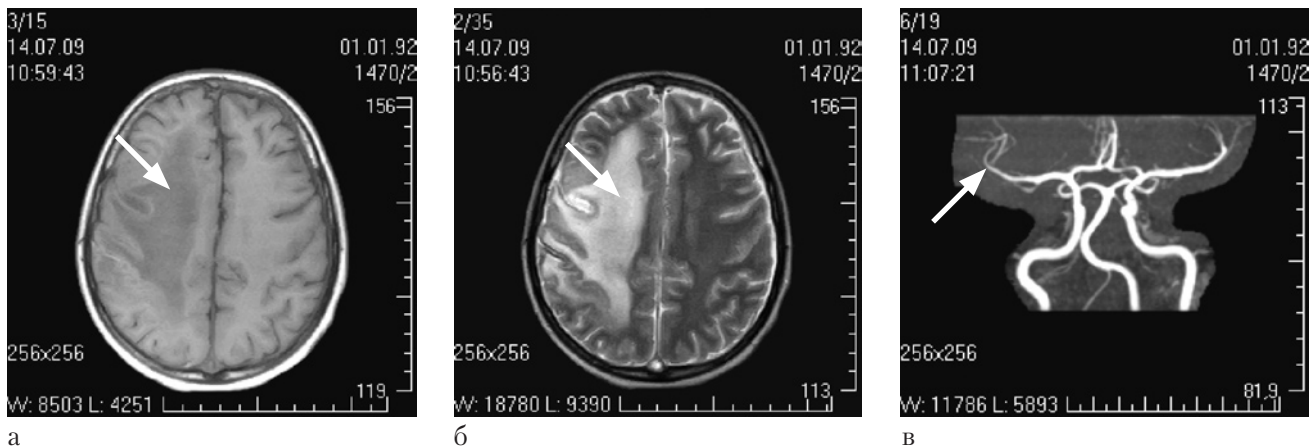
Данные МРТ-исследования мальчика Ч.В., 17 лет (75-е сутки заболевания).
